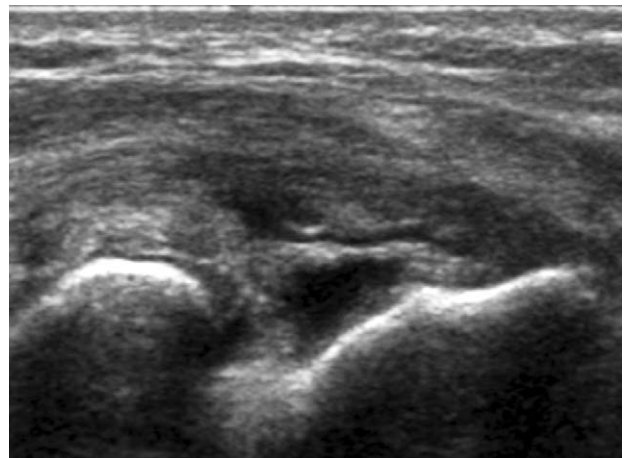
원위 상완골의 외상과에서 신전근이 파열되어 있는 초음파 소견.
